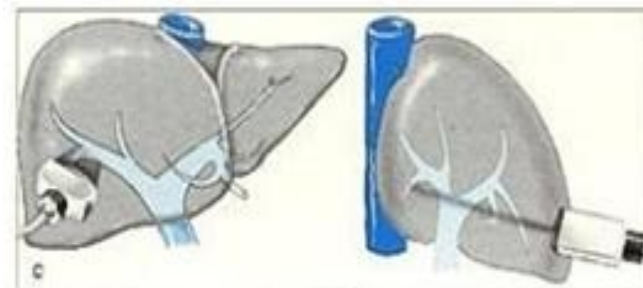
[68] : Exploration échographique du pédicule glissonien droit
